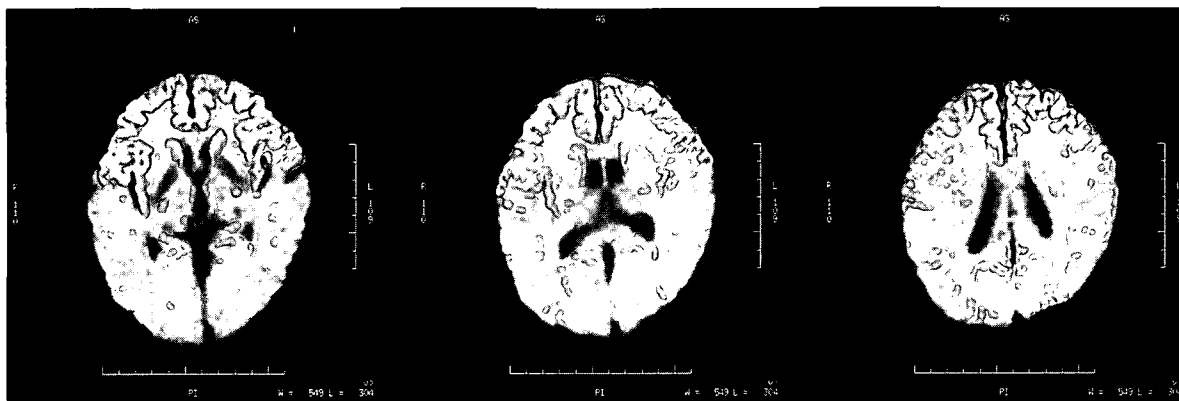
本症例の脳MRI拡散強調画像(2005年8月)
